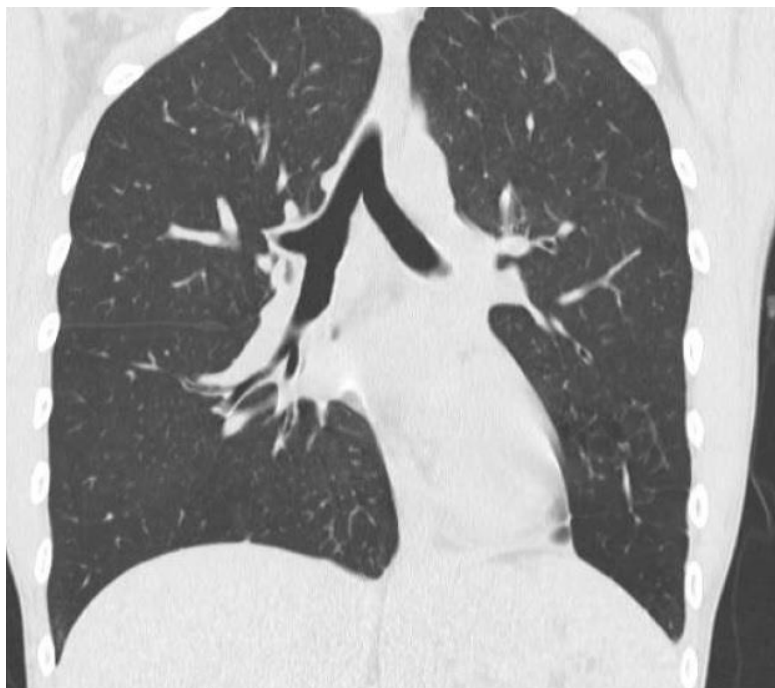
Estratto della TAC effettuata nel 2021
